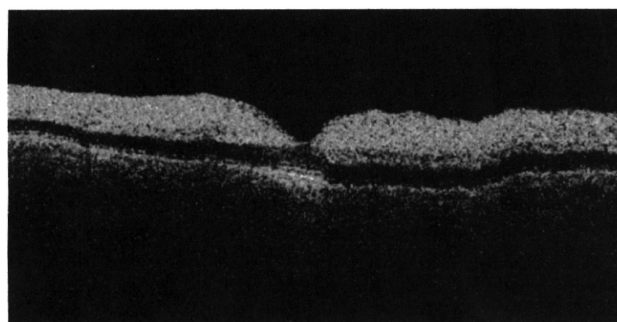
ОКТ-томограмма сетчатки левого глаза больной X. на 5-е сутки после травмы (объяснения в тексте) (см. на 1 стр. обложки)
